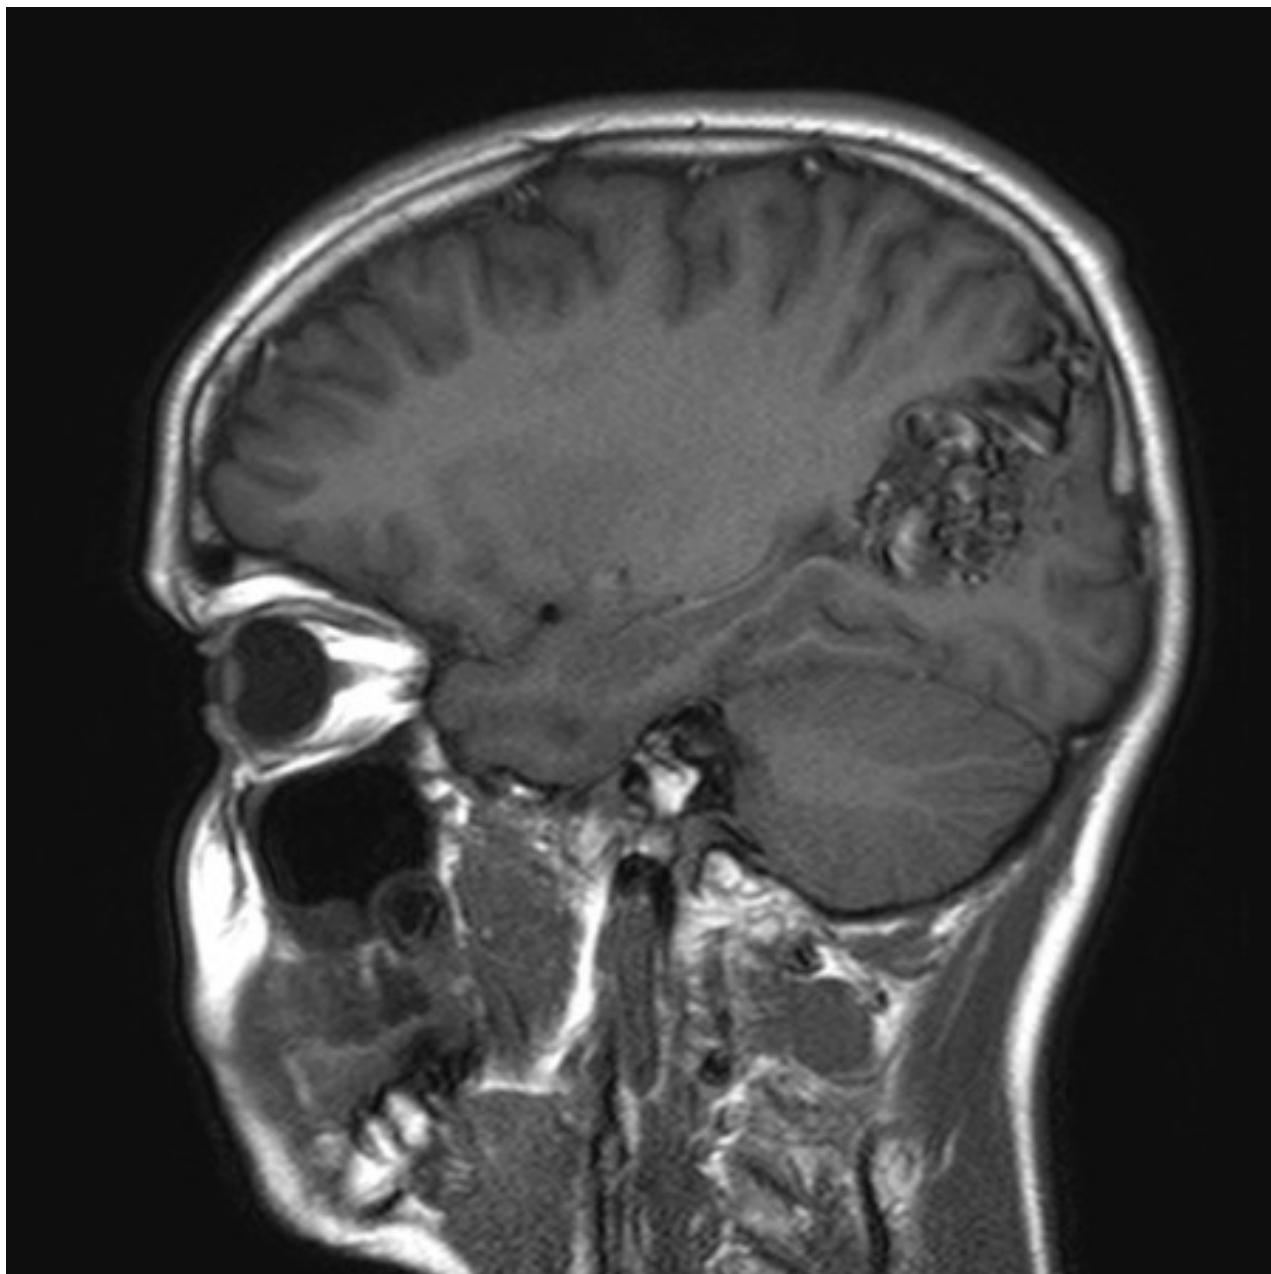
Malformação arteriovenosa (MAV) parieto-occipital esquerda não rompida (ressonância nuclear magnética [RNM] sagital ponderada em T1)
